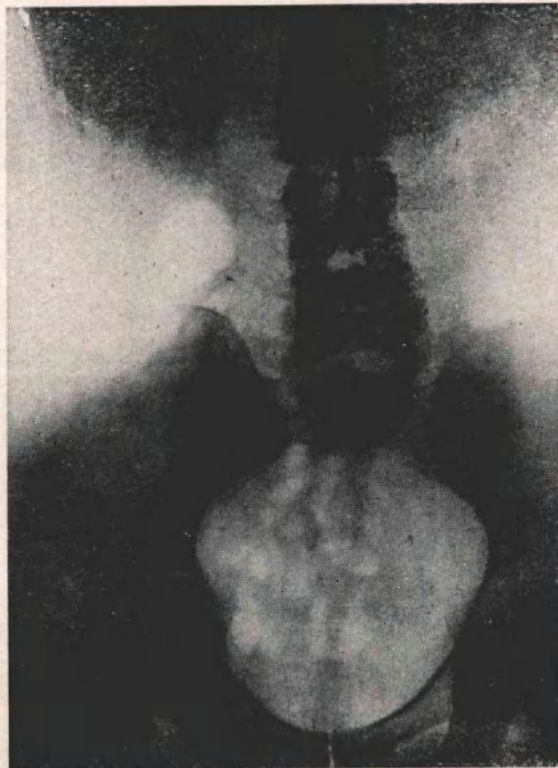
Radiografía simple
